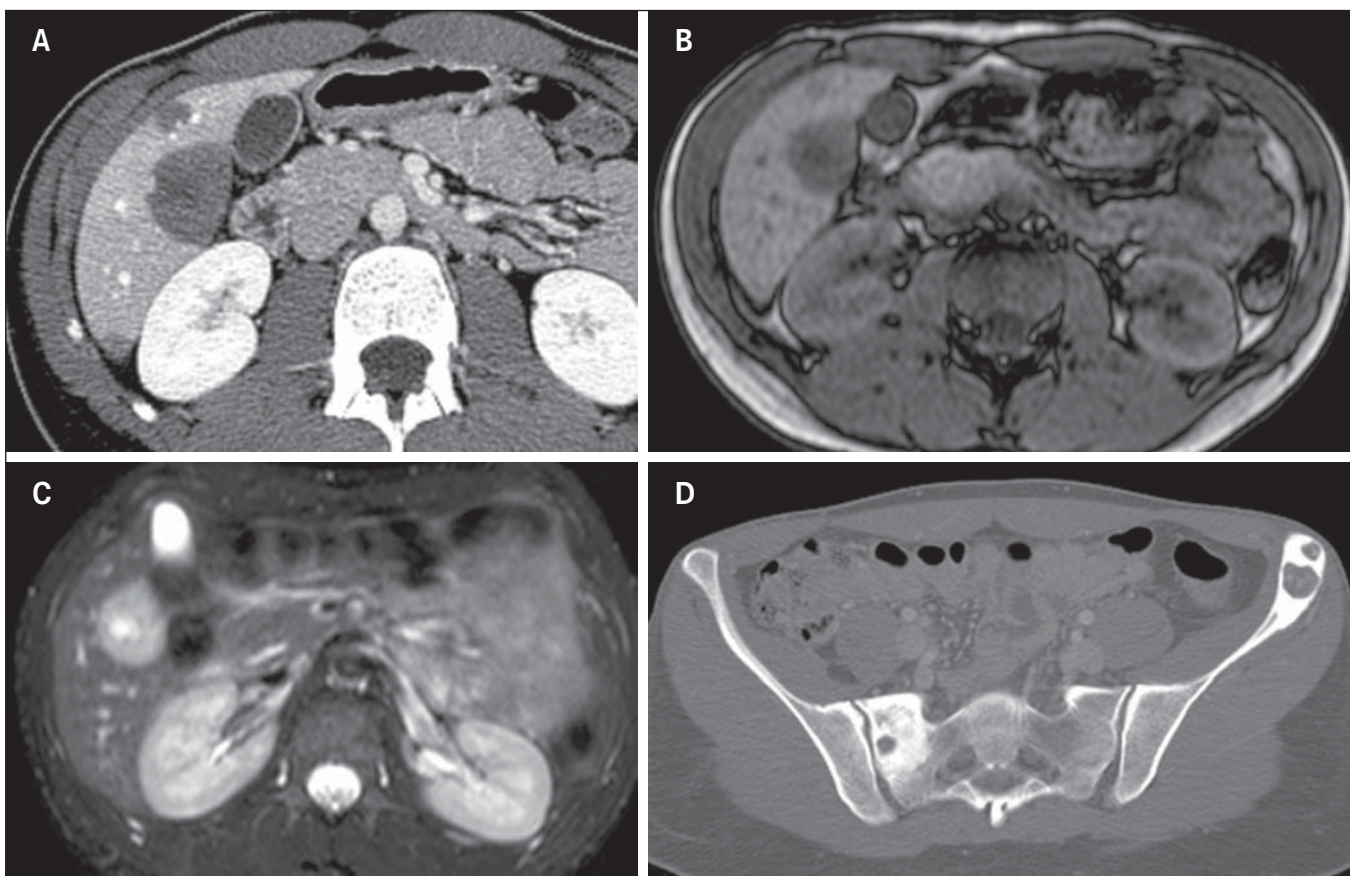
Hemangioendotelioma epitelióide. A: TC de abdome na fase portal revela nódulos hepáticos periféricos hipovascularizados. A RM demonstra que o nódulo hepático apresenta baixo sinal nas sequências ponderadas em T1 (B) e alto sinal em T2 e com aspecto “em alvo” (C). Na TC da pelve observam-se lesões osteolíticas insuflativas, com esclerose marginal no íliaco esquerdo e sacro à direita (D).
